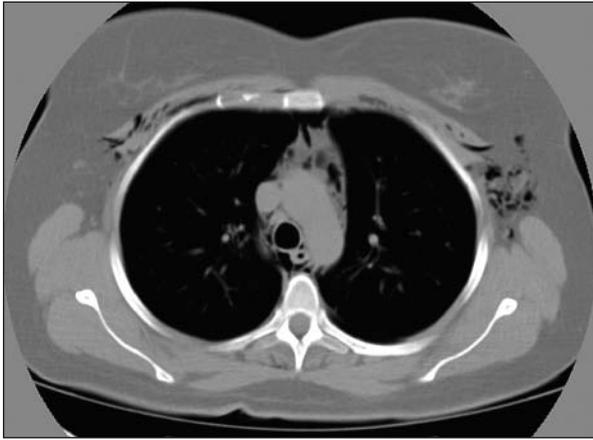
Tomografía computarizada de tórax sin contraste, ventana mediastinal. Se constata enfisema subcutáneo torácico y presencia de aire que rodea el esófago y la tráquea, sin evidencia de alteraciones en sus paredes.
